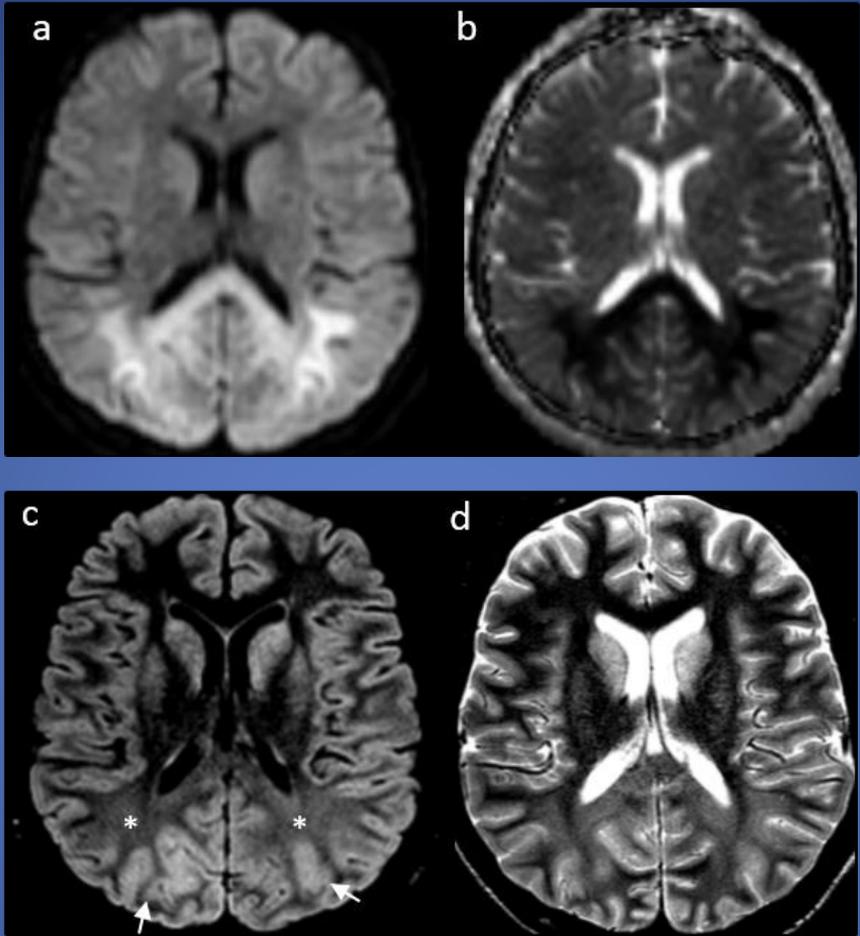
RM de encéfalo que muestra la sustancia blanca subcortical bihemisférica, a predominio de la región posterior, con restricción de la secuencia ponderada para difusión (a) con caída en el mapa de ADC (b) y leve hiperintensidad de señal en FLAIR (* en c) y T2 (d). Además se visualiza edema giral (flecha en c) sugestivo de lesión hipóxica-isquémica en relación a antecedente de paro cardíaco.
